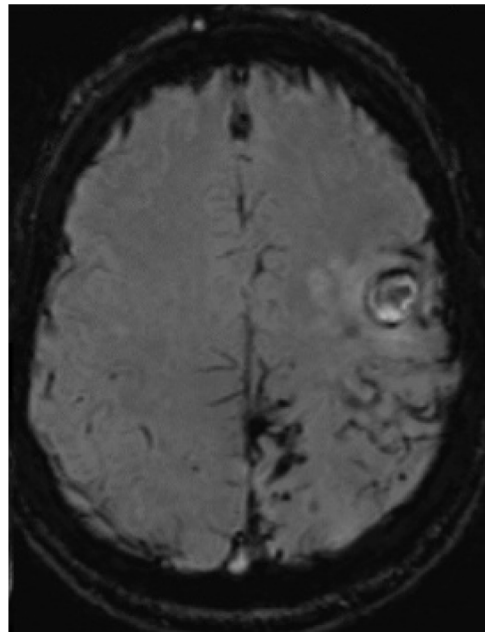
RMN cerebral y SWI. Se aprecian numerosos focos puntiformes de sangrado en lóbulo parietal, en menor cantidad frontal posterior y alguno aislado en lóbulo occipital, todos en el lado izquierdo, así como fino ribete de hiposeñal en espacio subaracnoideo a nivel de cisura de Rolando en relación con siderosis leptomeníngea.
